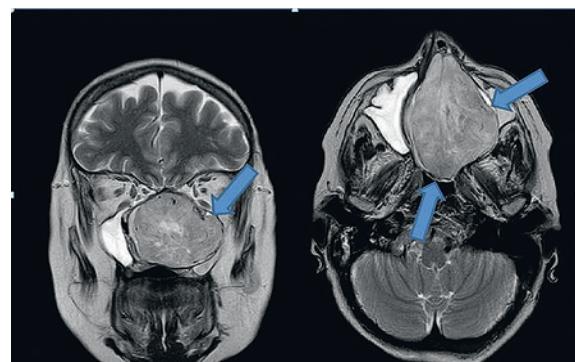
МРТ головы с контрастированием выявила признаки мягкотканного образования левой половины носа с наличием признаков костной деструкции и распространением в носоглотку (указано стрелками)
